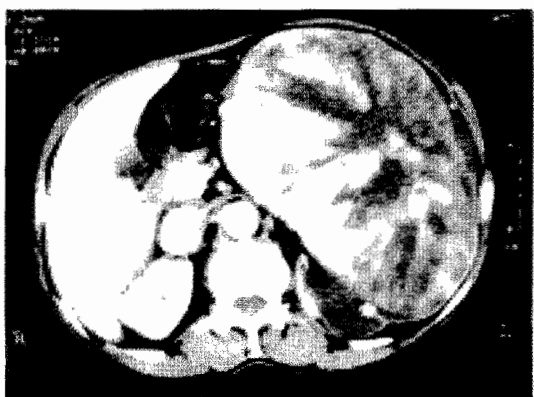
TDM abdominale après injection de produit de contraste: tumeur rénale gauche, se réhaussant de façon intense sans nécrose ni hémorragie.
